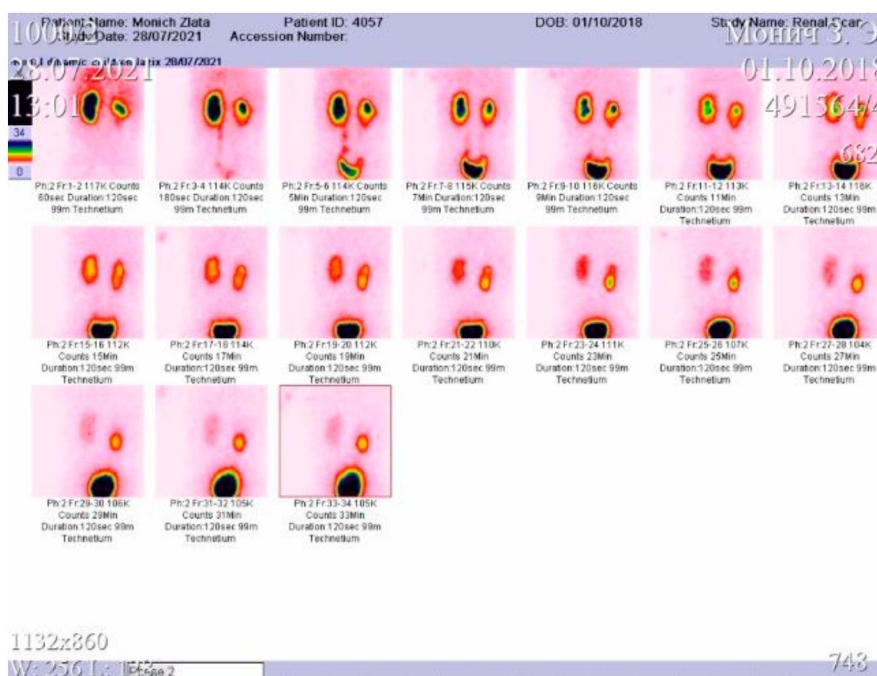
Динамическая нефросцинтиграфия у пациента с гидронефрозом нижней половины почки
